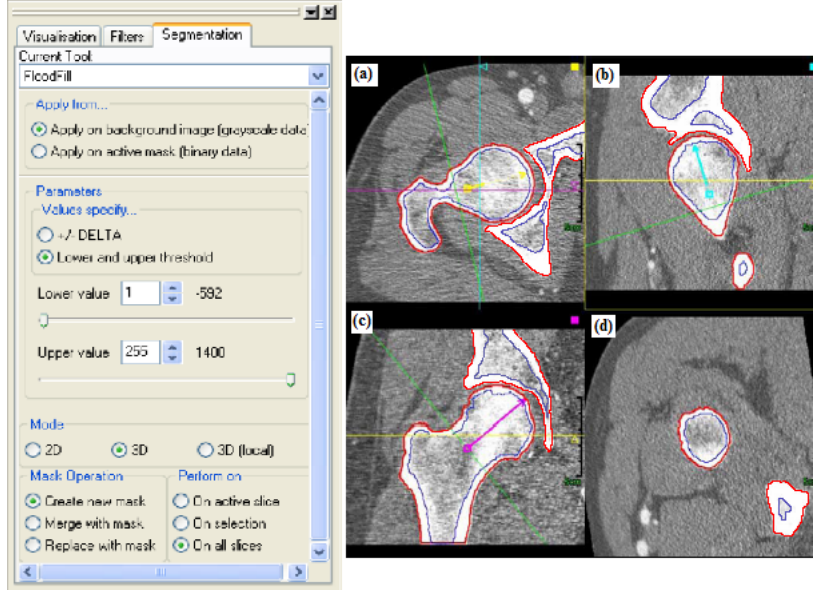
BT resimlerinin ScanIP’ye aktarılması
